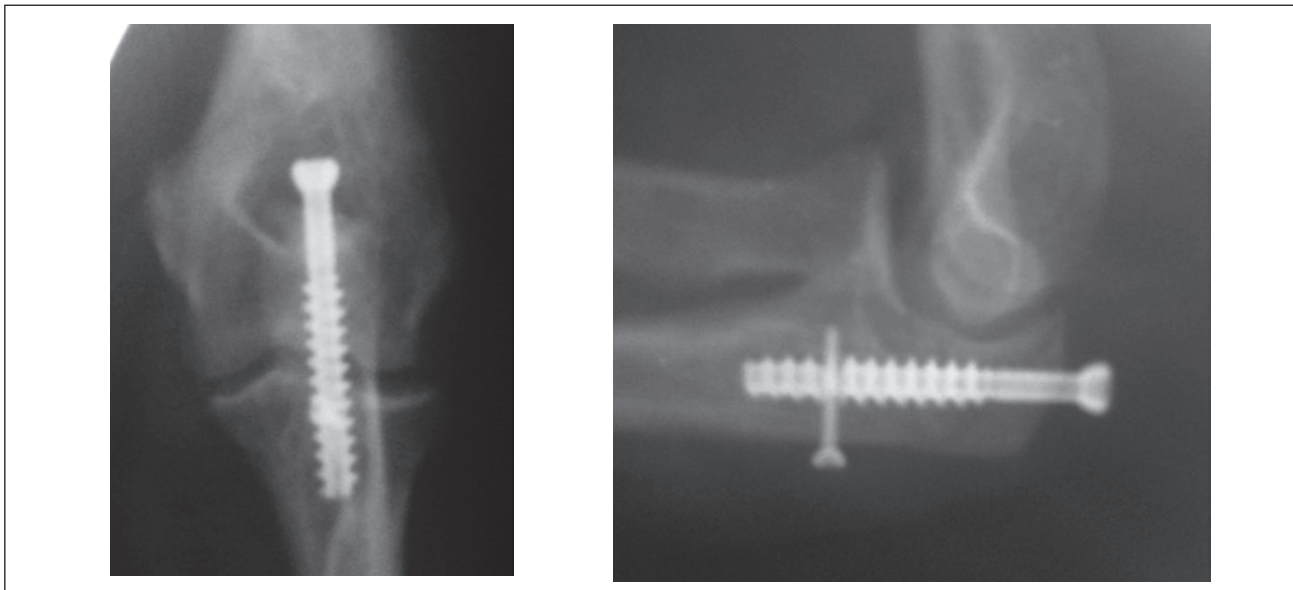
Пацієнтка К. Рентгенограми після оперативного втручання
